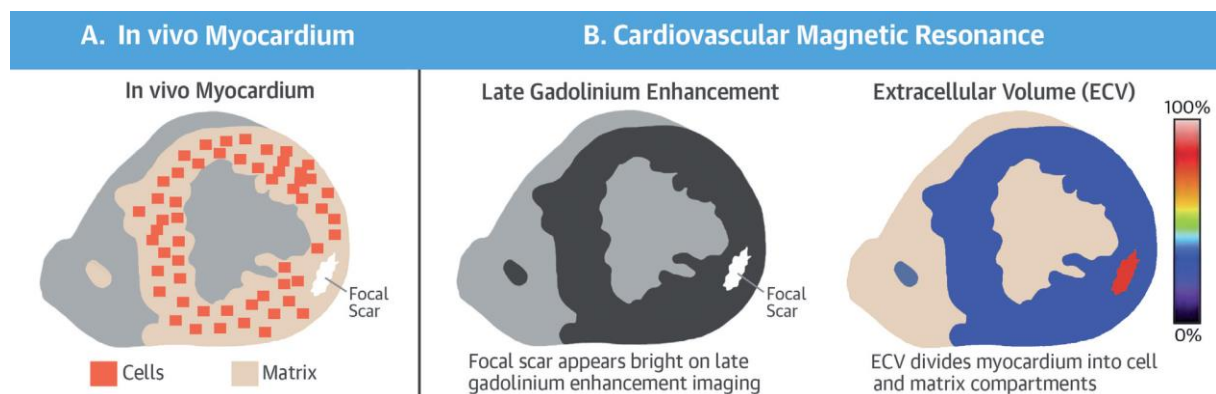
Caractérisation du myocarde en IRM cardiaque, d'après Treibel et al. (1)
